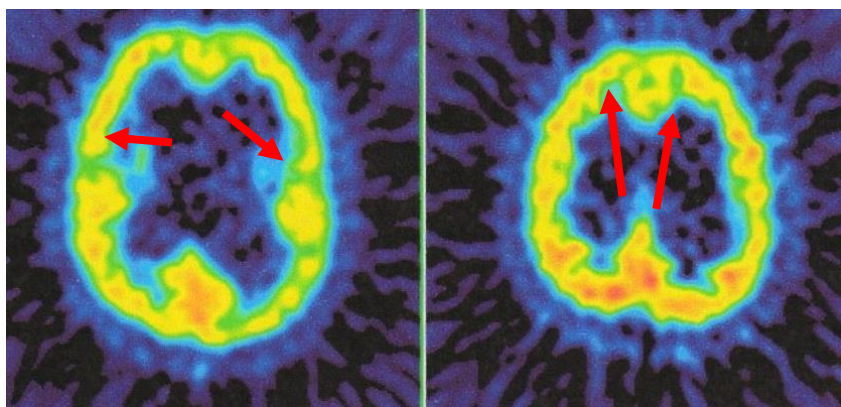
ПЭТ-исследование. Больная Х., 8 лет, история болезни №1812-02. Д-з: Декомпенсированная гидроцефалия. Гидроцефальный синдром. Заключение: определяется диффузное снижение метаболизма глюкозы в истонченной коре двух третей обеих лобных и височных долей без значительной асимметрии (указано стрелками)
